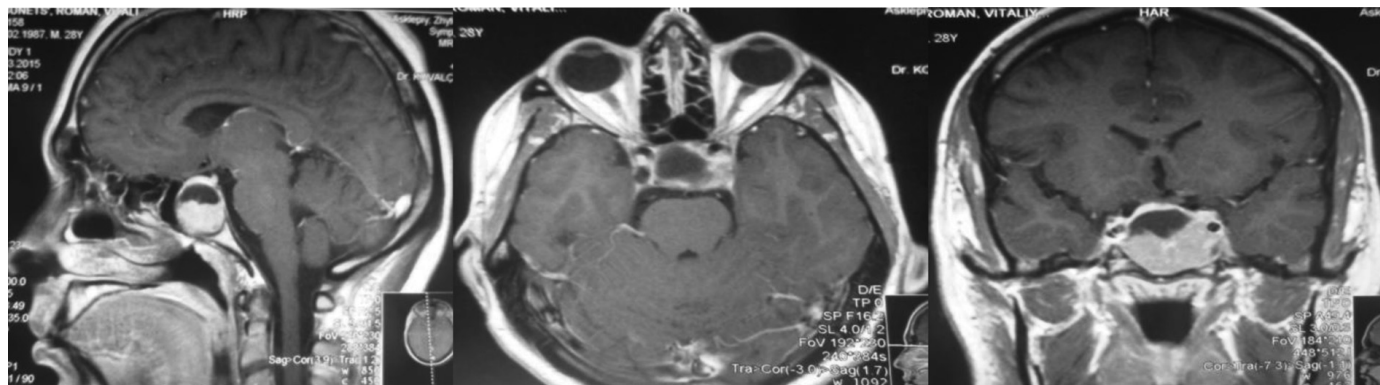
Кистозная краниофарингиома. МРТ, T_2 ВИ с контрастированием.
